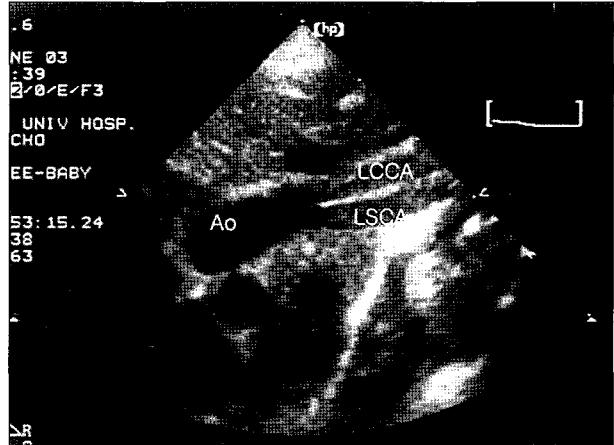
Preoperative 2D echocardiography. Suprasternal notch view. LCCA=Left common carotid artery; LSCA=Left subclavian artery; Ao=Ascending aorta.
